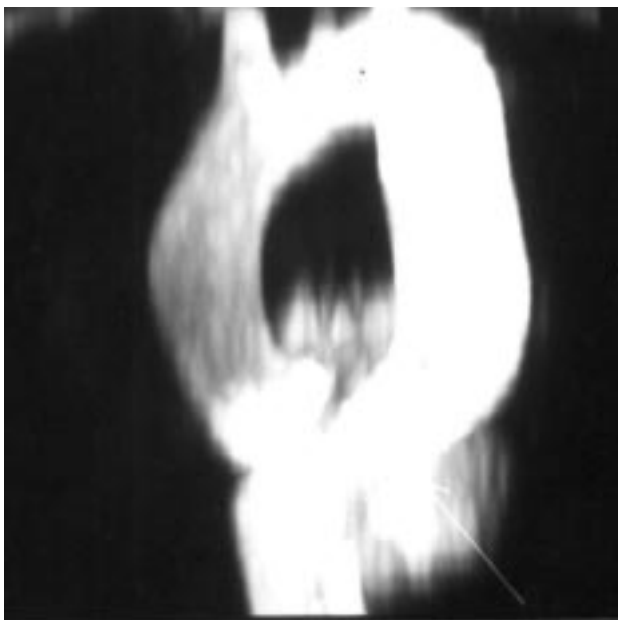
Resonancia magnética preoperatoria en la que se observa el patrón habitual de disección aórtica tipo B desde la arteria subclavia hasta el diafragma y una dilatación aneurismática epifrénica.
